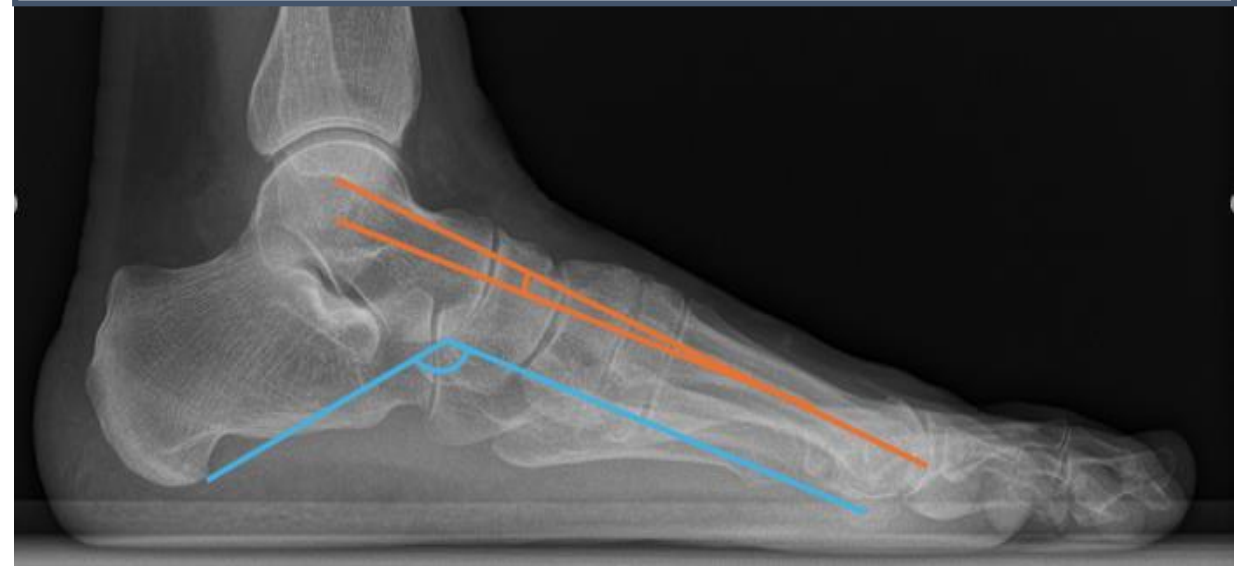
Radiografía lateral de tobillo. Mujer de 62 años con pie plano, manifestado por un colapso del arco longitudinal medial, con aumento del ángulo plantar (133°) y un aumento del ángulo de Meary (11°), de convexidad plantar.
